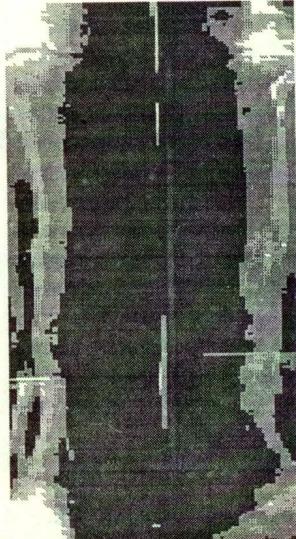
Рентгенограммы правой голени больного З., через 1,5 года после лечения.
